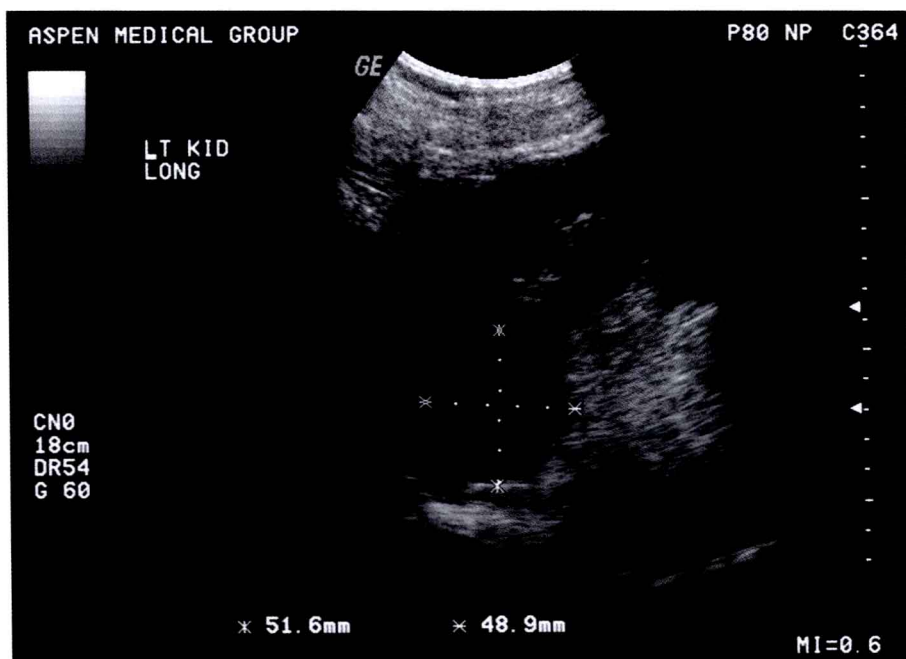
76 岁黑人女性患者左肾长轴的超声检查图像。如图所示, 通过标记测量发现在左肾有一个大的充满液体的球形结构, 为 51.6 mm×48.9 mm 的单纯性肾囊肿。在此病例中, 超声提供了一种衡量充满液体结构的有效的非侵入式方法。
